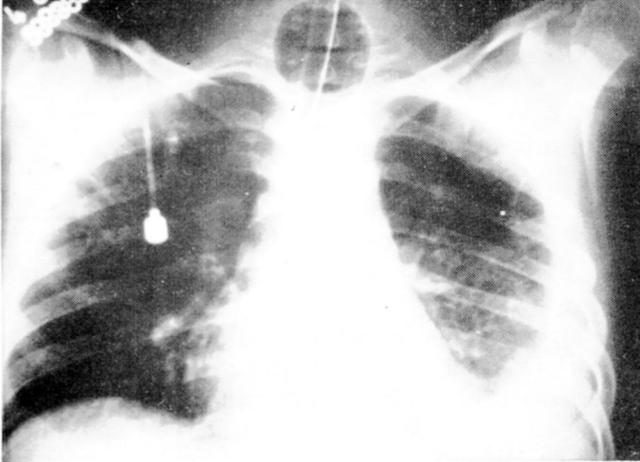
Radiografia de tórax mostrando, além de derrame pleural esquerdo, grande aumento do diâmetro do balonete do tubo traqueal em relação ao da traquéia.
